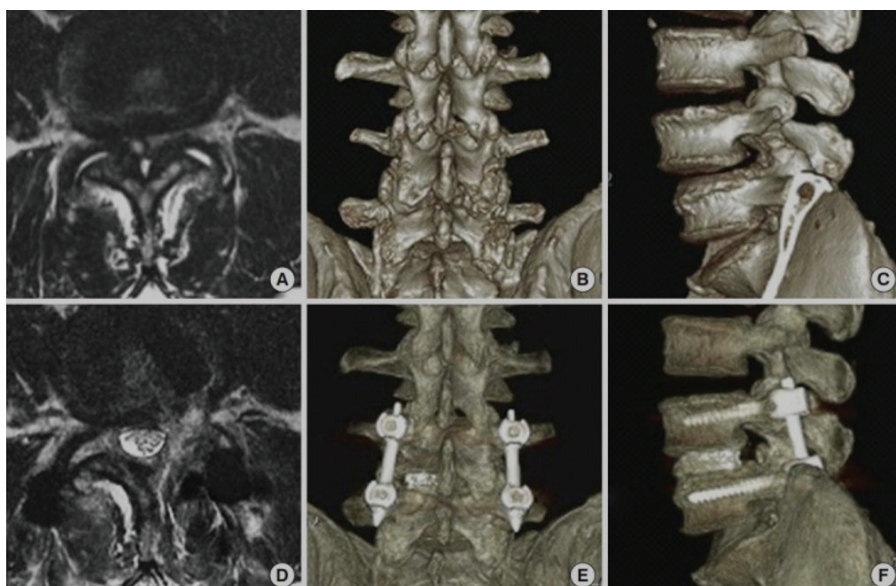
Предоперационная магнитно-резонансная томография (МРТ) (А), 3-мерная компьютерная томография (3D КТ) в задней (В) и боковой (С) проекциях, показывающая выраженный стеноз позвоночника в сочетании с фасеточной кистой и дегенеративным спондилолистезом.
